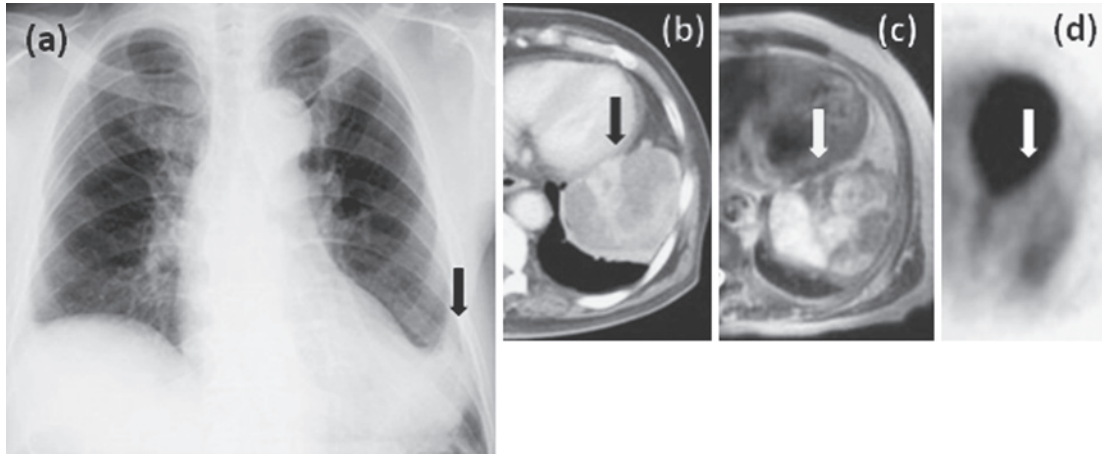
(a) Chest X-ray film of case 3 showed an 8.5-cm tumor in the left lower lung field (black arrow). (b) Chest enhanced CT showed a heterogeneously enhanced tumor (black arrow). (c) Chest MRI showed a tumor with a heterogeneous signal intensity on a T2-weighted image (white arrow). (d) FDG-PET showed low-level FDG accumulation with a SUVmax of 3.1 in the tumor (white arrow).
